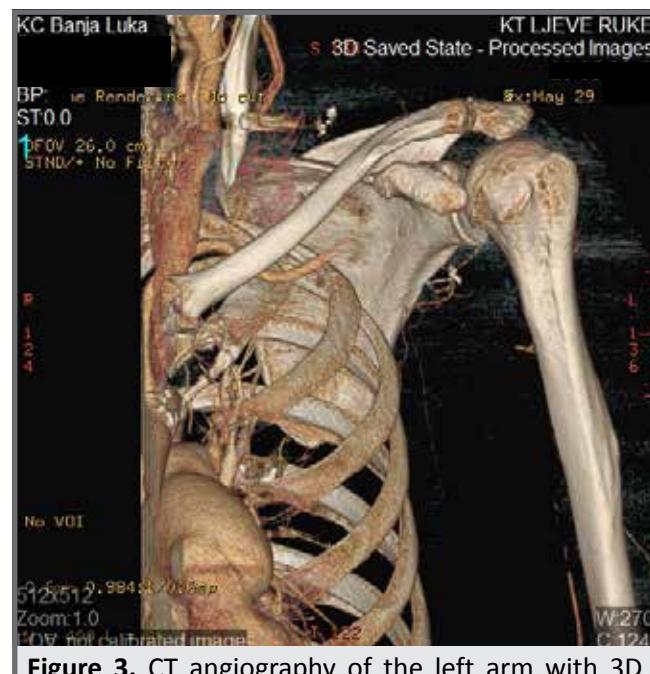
CT angiography of the left arm with 3D reconstruction
